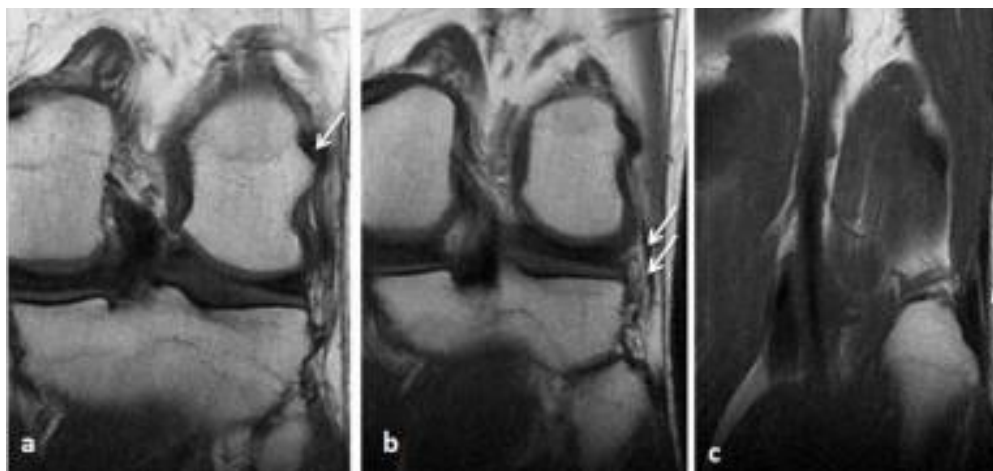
IRM en coupes coronales (a, b, c) en T1 FSE: LCL.
